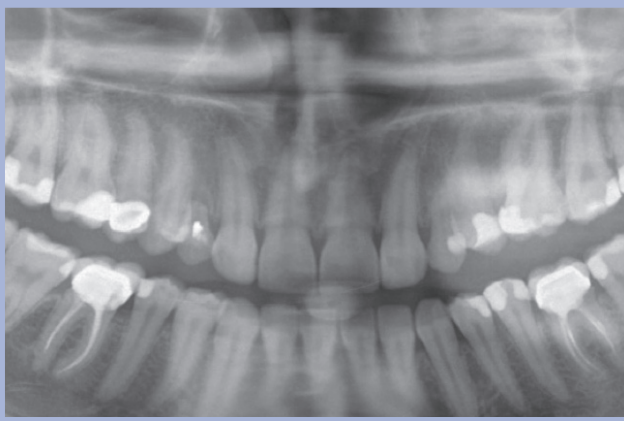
Ortopantomografia iniziale
